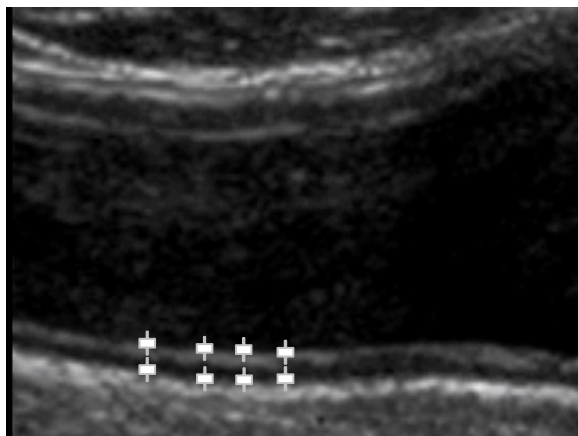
zeigt ein digitalisiertes B-mode-sonographisches Bild: Zu sehen sind die Arteria carotis communis mit dem Bulbus im Längsschnitt. Die auf dem Bild erkennbaren Messkreuze sind manuell mausgesteuert an die Intima-Media positioniert worden.
